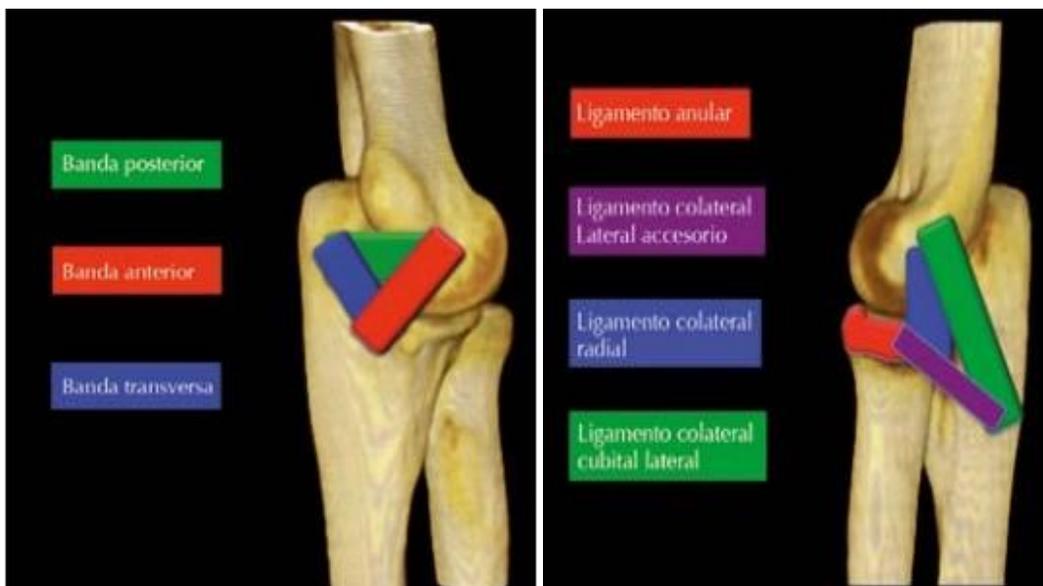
Anatomía del codo por resonancia magnética.
